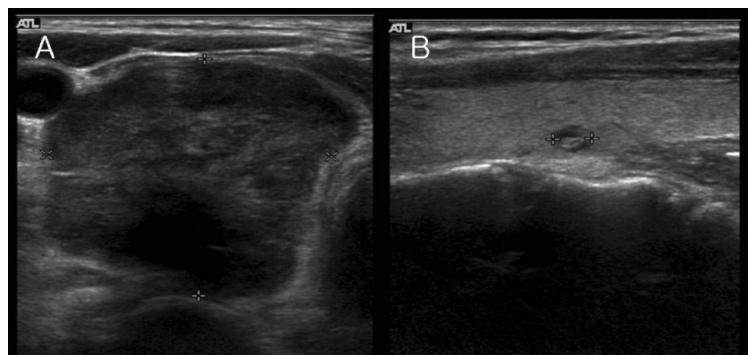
Thyroid ultrasonography showed $3.3 \times 3.1 \times 4.7 \text{ cm}$ -sized, well-defined hypoechoic solid mass in lower portion of right lobe of thyroid (A) and $0.4 \times 0.4 \times 0.4 \text{ cm}$ nodule in left thyroid (B). No significantly enlarged lymph node was found in the neck.
